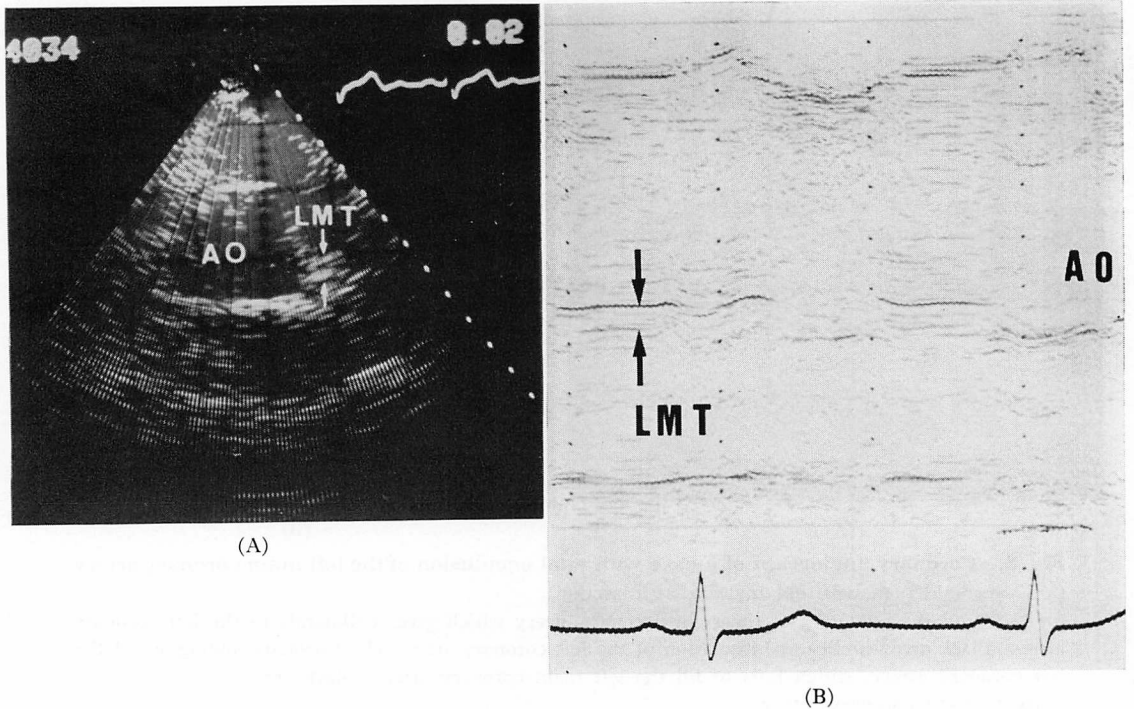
Echocardiogram of the same case as Fig. 8.
